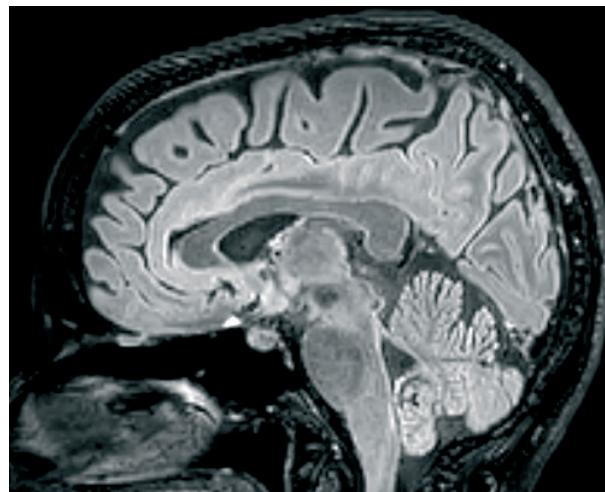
Brain MRI showing bilateral hyperintensity of medial olfactory striae on T2 3D FLAIR.
